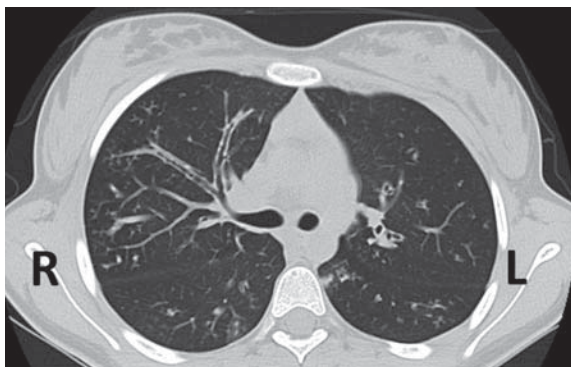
КТ органов грудной полости.
